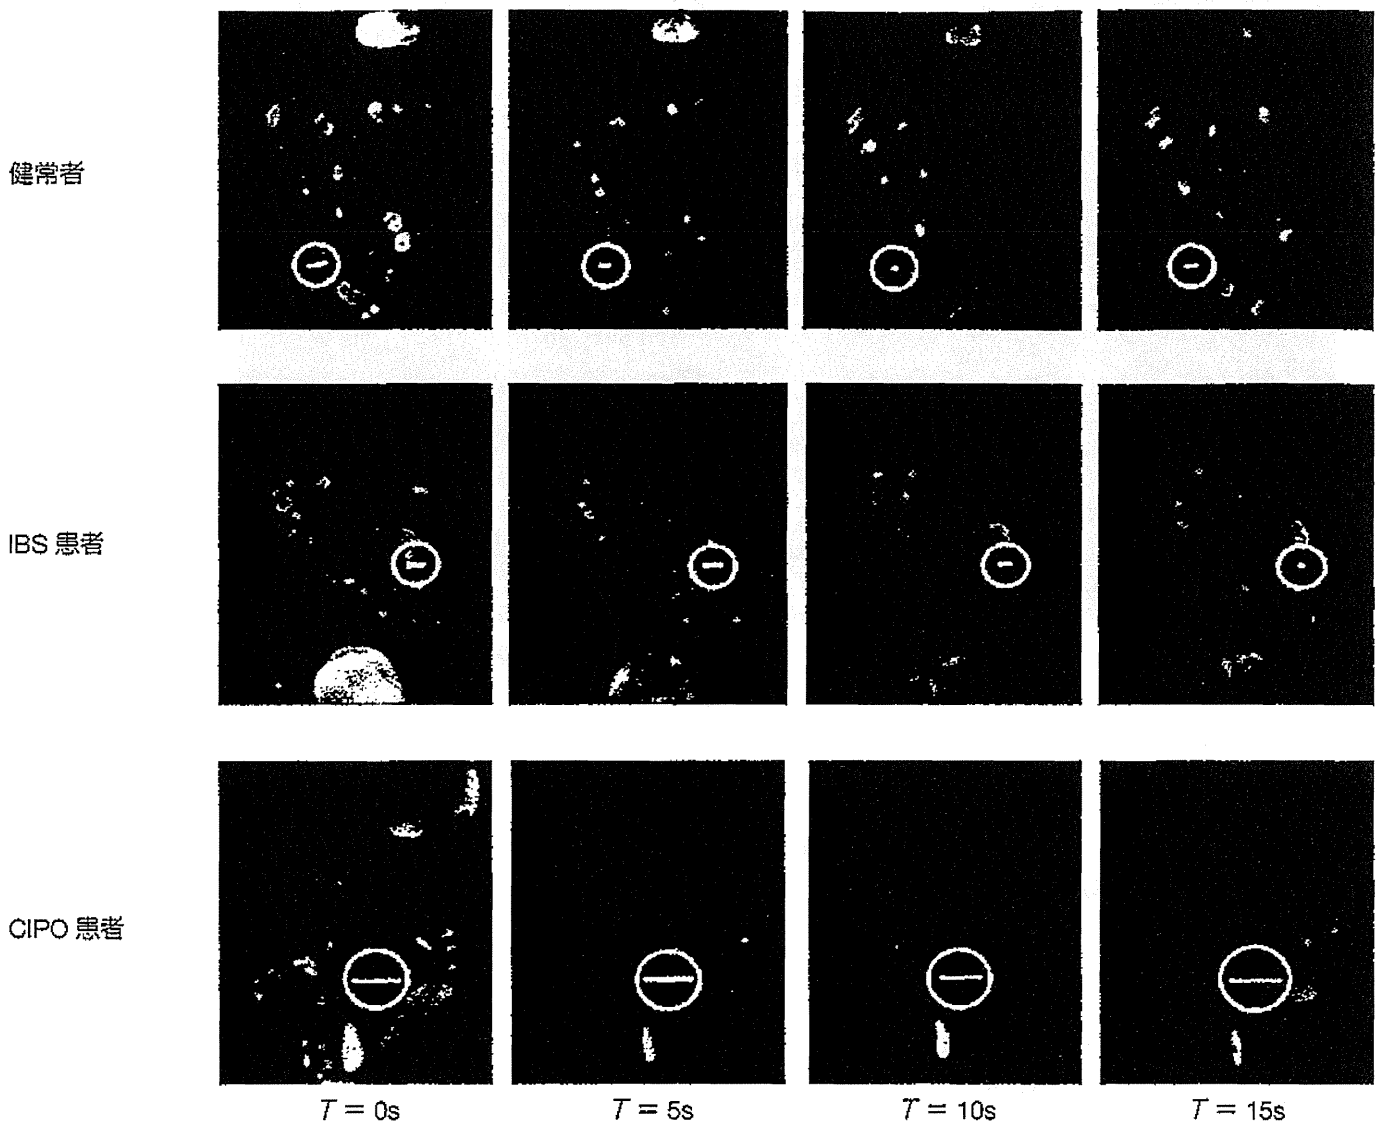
健常者, IBS 患者, CIPO 患者における cine-MRI の典型像
